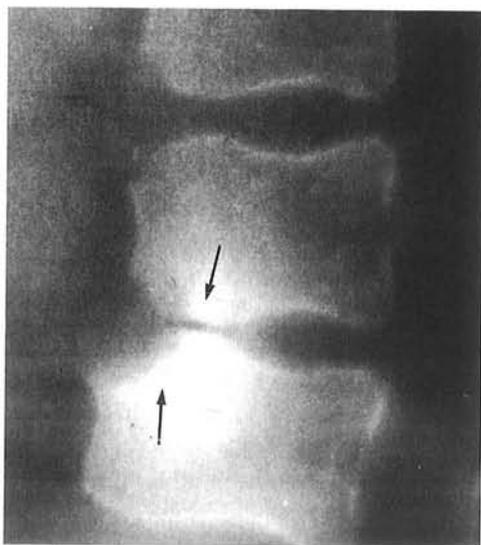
Radiografía lateral de columna lumbar que muestra a nivel del borde anterosuperior de L4 un defecto óseo con bordes escleróticos y un pequeño fragmento separado de morfología triangular. (Limbus anterior).
